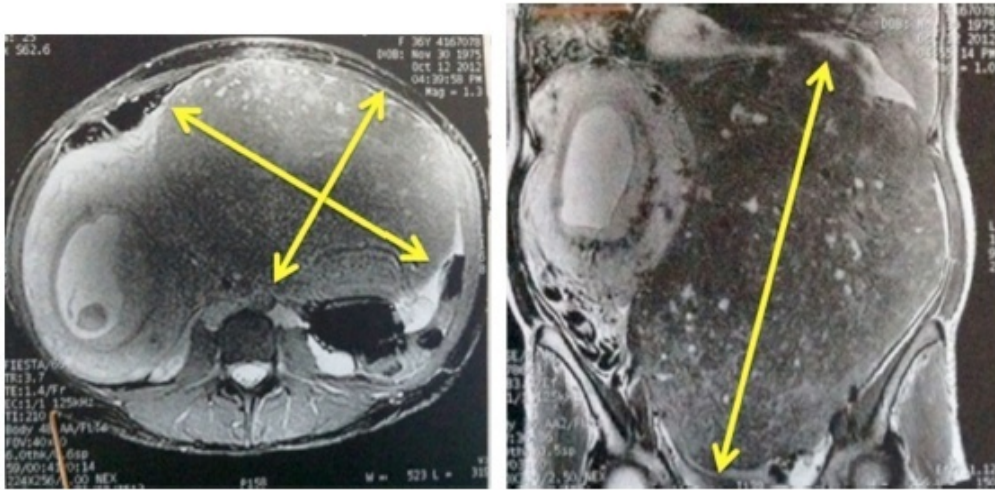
IRM : séquence T2 et T1 FAT SAT complétées par des séquences avec injection de gadolinium et suppression du signal de la graisse.
